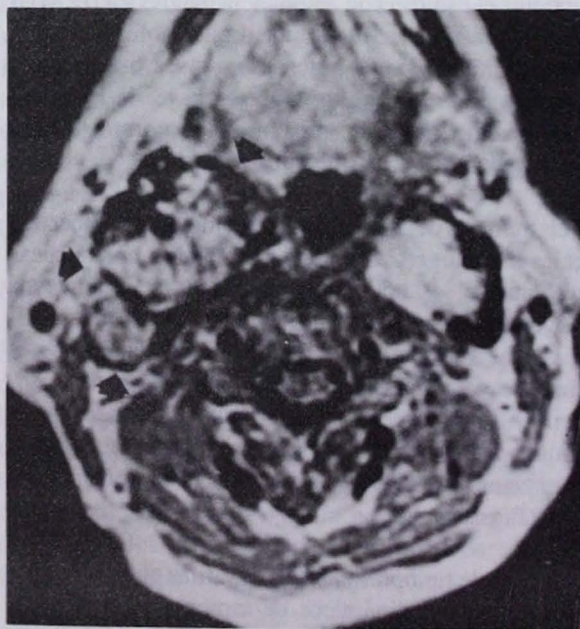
Corte sagital IRM (T1) y axial (T2). Paciente femenina de 54 años con gran tumor del golfo de la yugular derecha, con extensión intracraneal y compresión al tallo cerebral. En ambos cortes se observan múltiples imágenes serpentinales (sal y pimienta) que indican el gran componente vascular. Cortesía Dr. Roberto Corona.*
